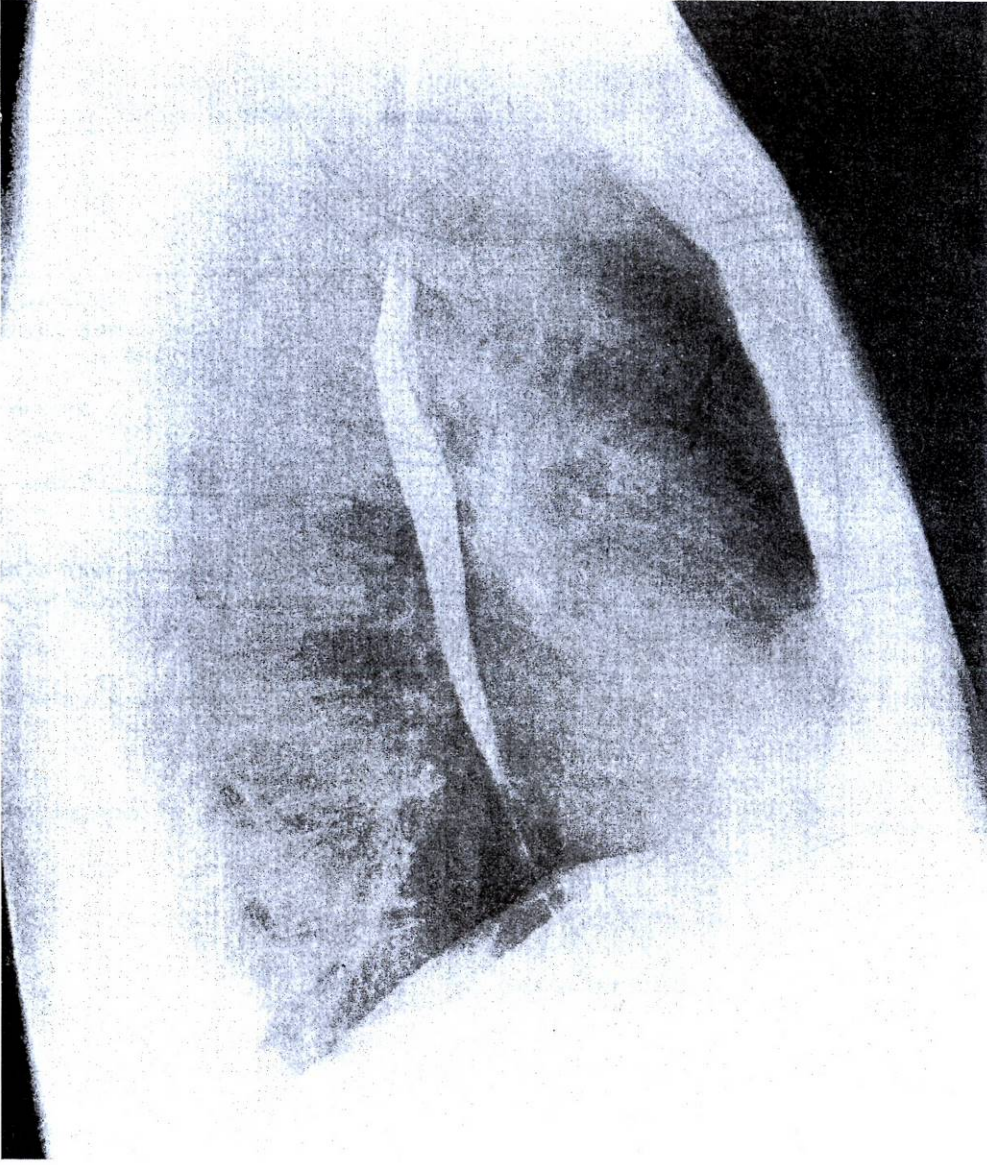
Left lateral radiograph of the chest of a normal adult man after a barium swallow.
